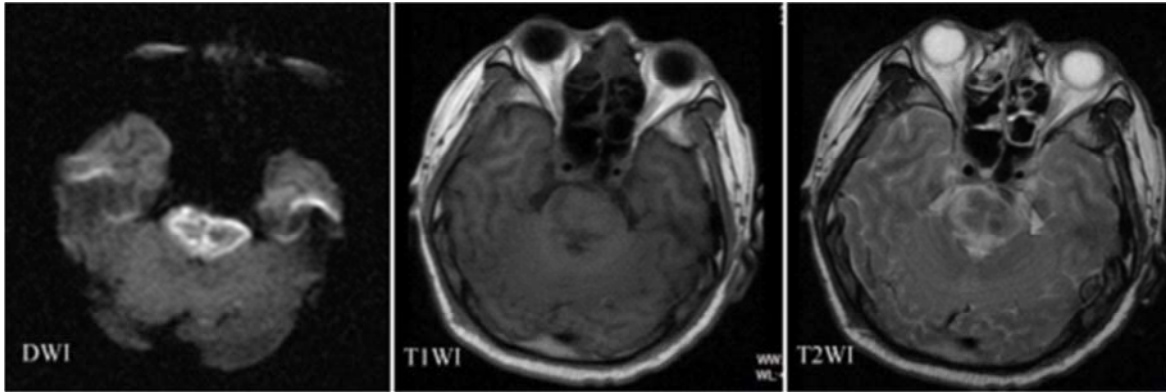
复查头 MRI 扫描 WDI、T1WI、T2WI 显示异常信号，提示广泛脑干梗死
